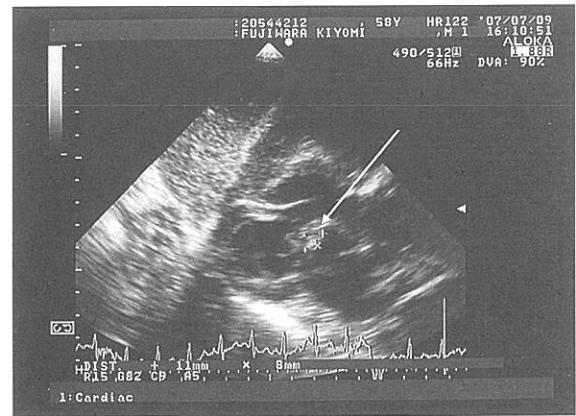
心エコー、僧帽弁前尖に付着する疣贅と閉鎖不全を認めた。
